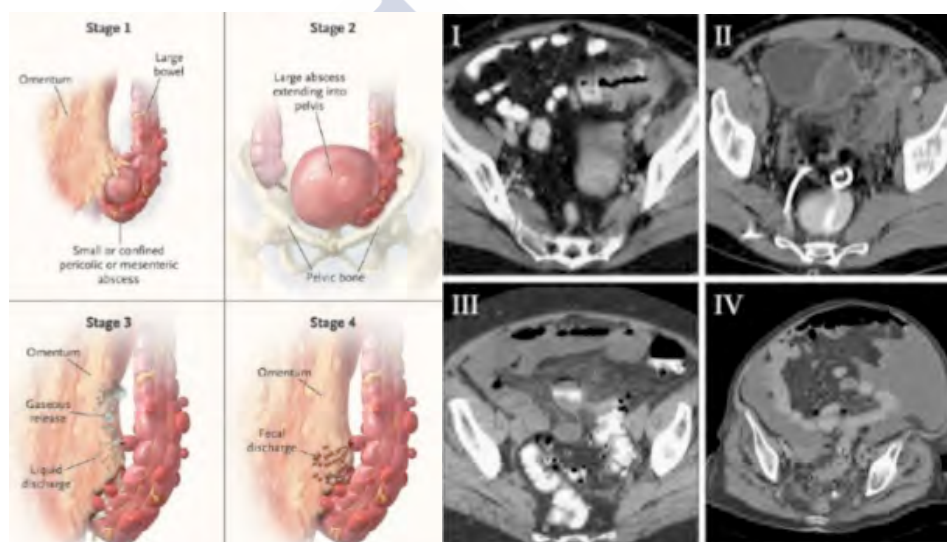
Clasificación de la diverticulitis aguda según Hinchey y su correlación en el TAC abdominal. Adaptada de ¹⁵¹
